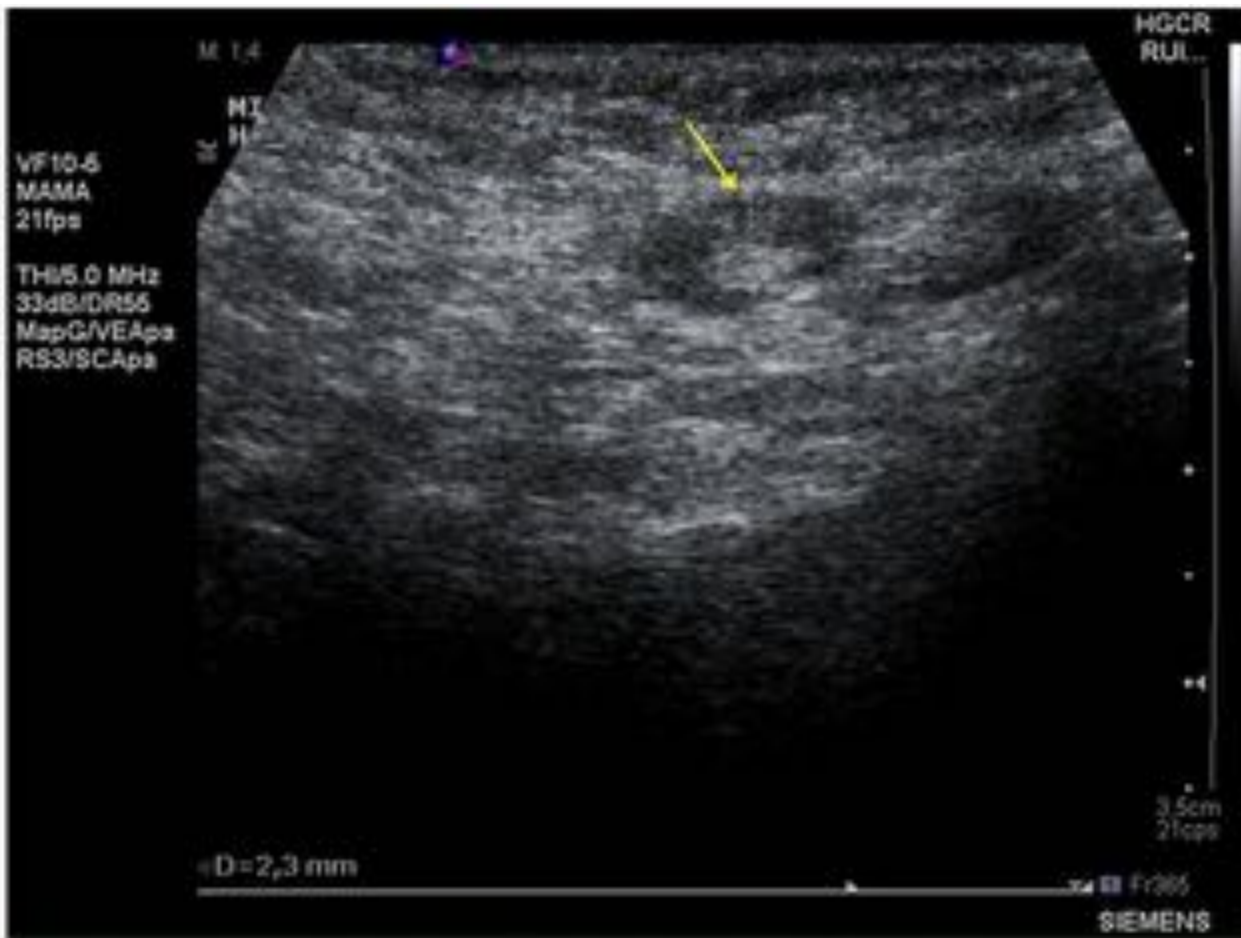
Ecografía axilar – Ganglios Bedi 2. Ganglio de predominio hiperecogénico con corteza menor a 3 mm (flecha).
